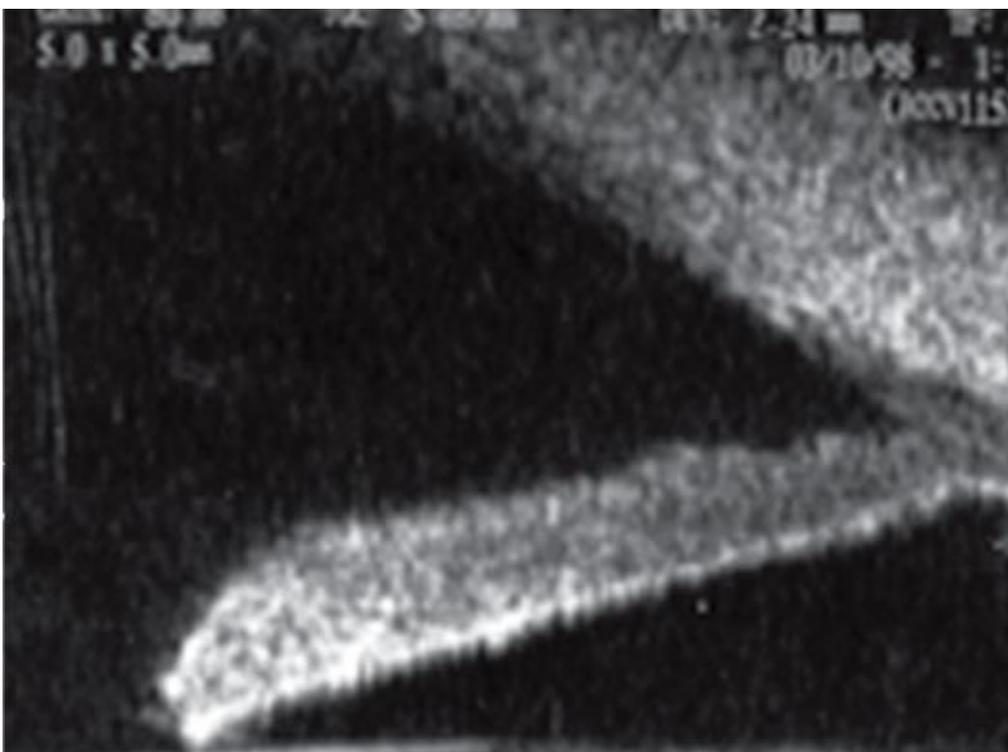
Синдром пигментной дисперсии, оптическая когерентная томография, состояние после лазерной иридэктомии
